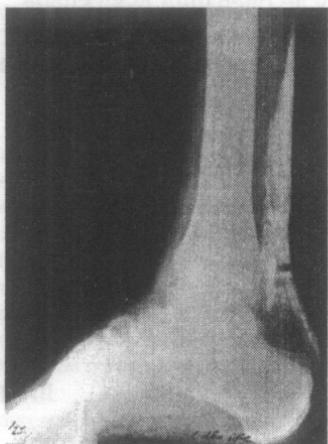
Контрастная рентгенограмма ахиллова сухожилия после частичной поперечной тенотомии. Дефект наполнения
